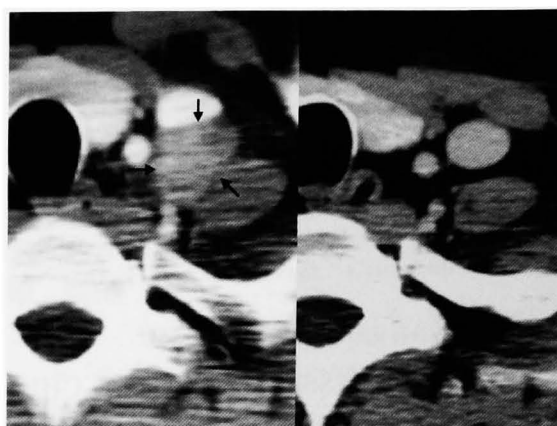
The neck CT-scan. Left; the left supraclavicular lymph node swelling (arrow) before the GEP therapy. Right; complete disappearance of the mass after three cycles of GEP.
